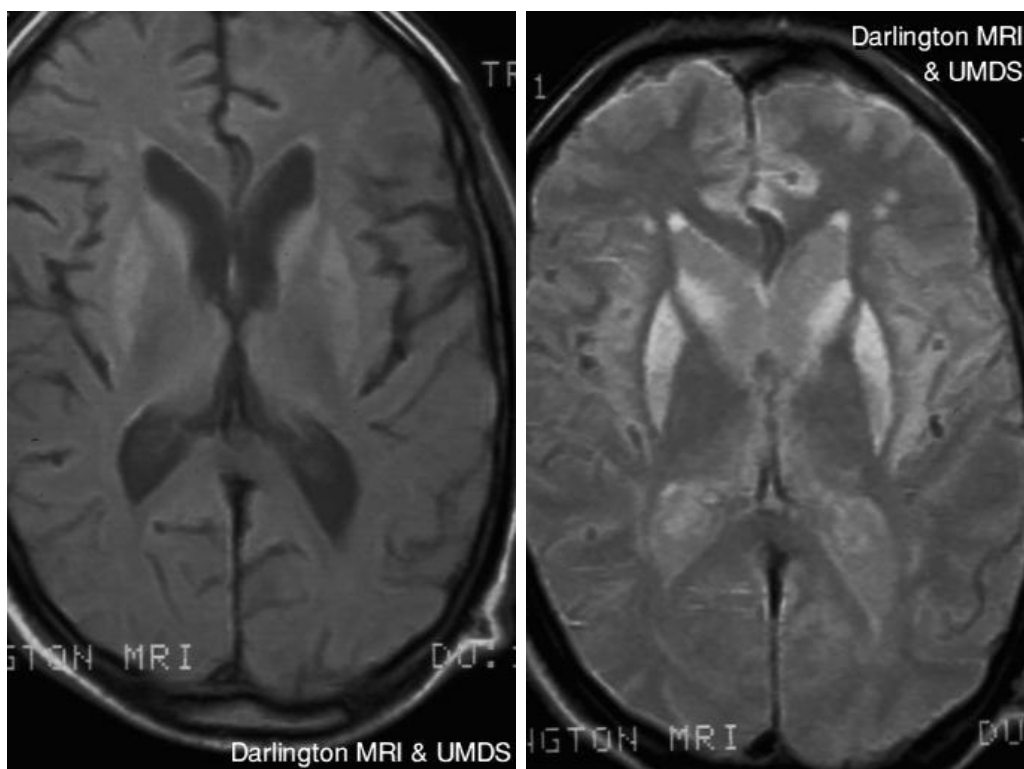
La maladie de Creutzfeld-Jakob est une maladie infectieuse très particulière dont l'agent infectieux est une protéine (PrPc) ayant une conformation anormale. La maladie se présente en IRM par un hypersignal (ici dans le putamen et les noyaux caudés). (source : SRS-X [25])
